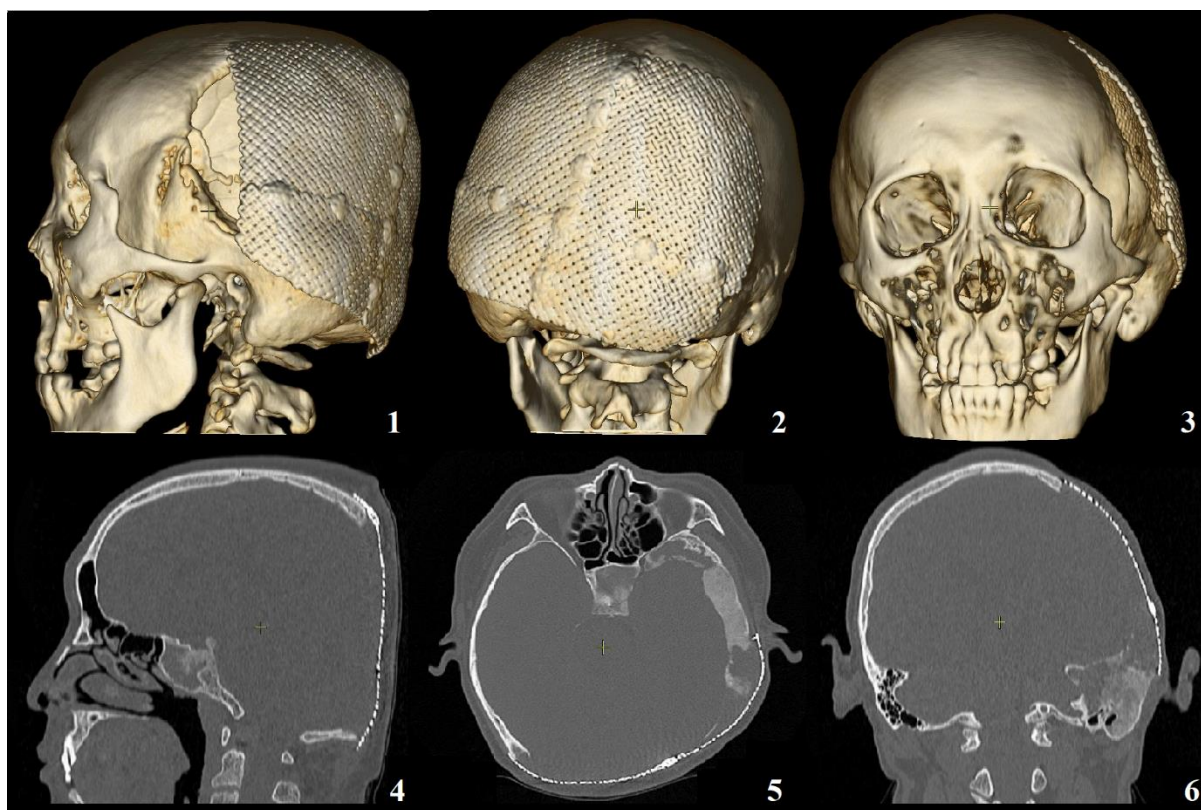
МСКТ черепа больного после проведения третьего этапа оперативного лечения. 1, 2 и 3: состояние после краниопластики дефекта черепа в височно-теменно-затылочной области. Частично незамещенный дефект в левой височной области.
